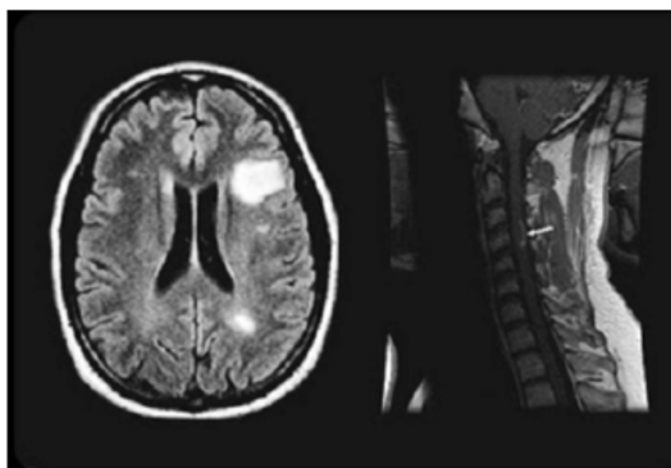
Obrazy MRI pokazujące zmiany zapalne w przebiegu SM w świeżo zdiagnozowanej osobie ze zdrętwiałą jedną nogą. A: Zmiany w mózgowiu; B: Zmiana w rdzeniu kręgowym odpowiedzialna za zdrętwiałą nogę
